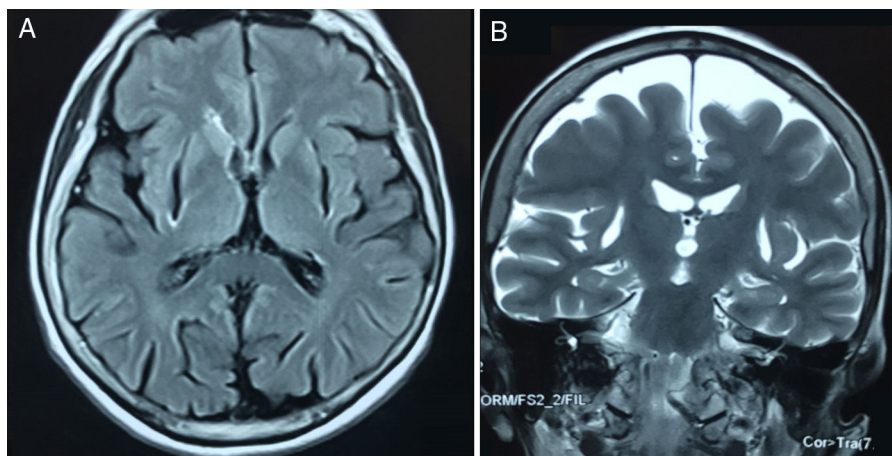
Resonancia magnética en secuencias FLAIR axial (A) y T2 coronal (B) que evidencia ausencia bilateral del putamen.
